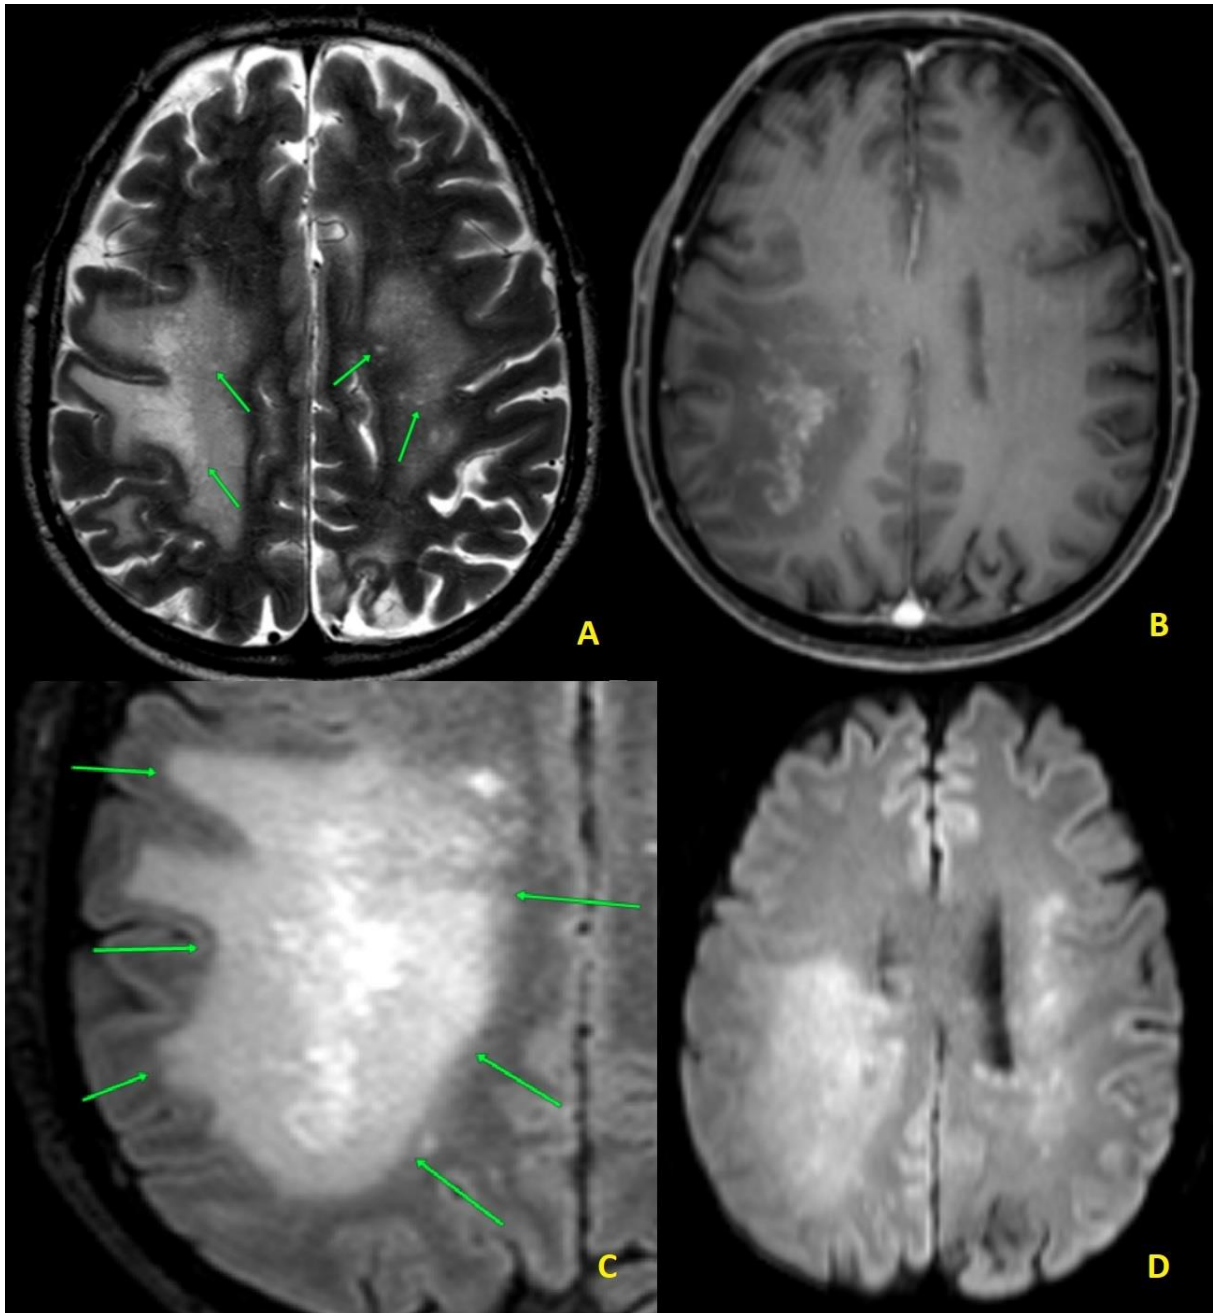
Sexo masculino, PCR negativo para o JC no LCR, biópsia com achados consistentes com encefalite viral. Lesões confluentes e grandes na substância branca cerebral com prolongamento T2 (A) e realce pós-contraste puntiforme tanto na periferia como em meio às lesões (B, setas). Há focos puntiformes de prolongamento T2 (milky way, A, setas). O detalhe no FLAIR (C) deixa evidente a borda bem delimitada das lesões na face voltada para o córtex cerebral e pouco delimitada na face profunda. Há hipersinal DWI por toda a área das lesões (D).
